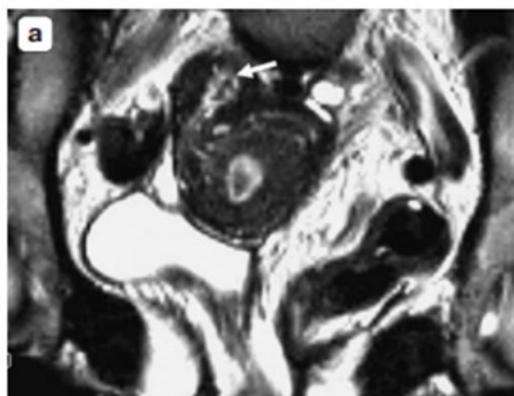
Однорогая матка. а – коронарная МРТомограмма, T2ВИ: у правого ребра матки визуализируется структура с полостью, выстланной эндометрием, рудиментарный рог (стрелка). Рог не связан с основной полостью матки и опорожняется через маточную трубу; б – аксиальная МРТомограмма, T2ВИ: в миометрии правой половины матки определяется округлая замкнутая полость рудиментарного рога с функционирующим эндометрием (стрелка). Наружный контур матки не изменен.
